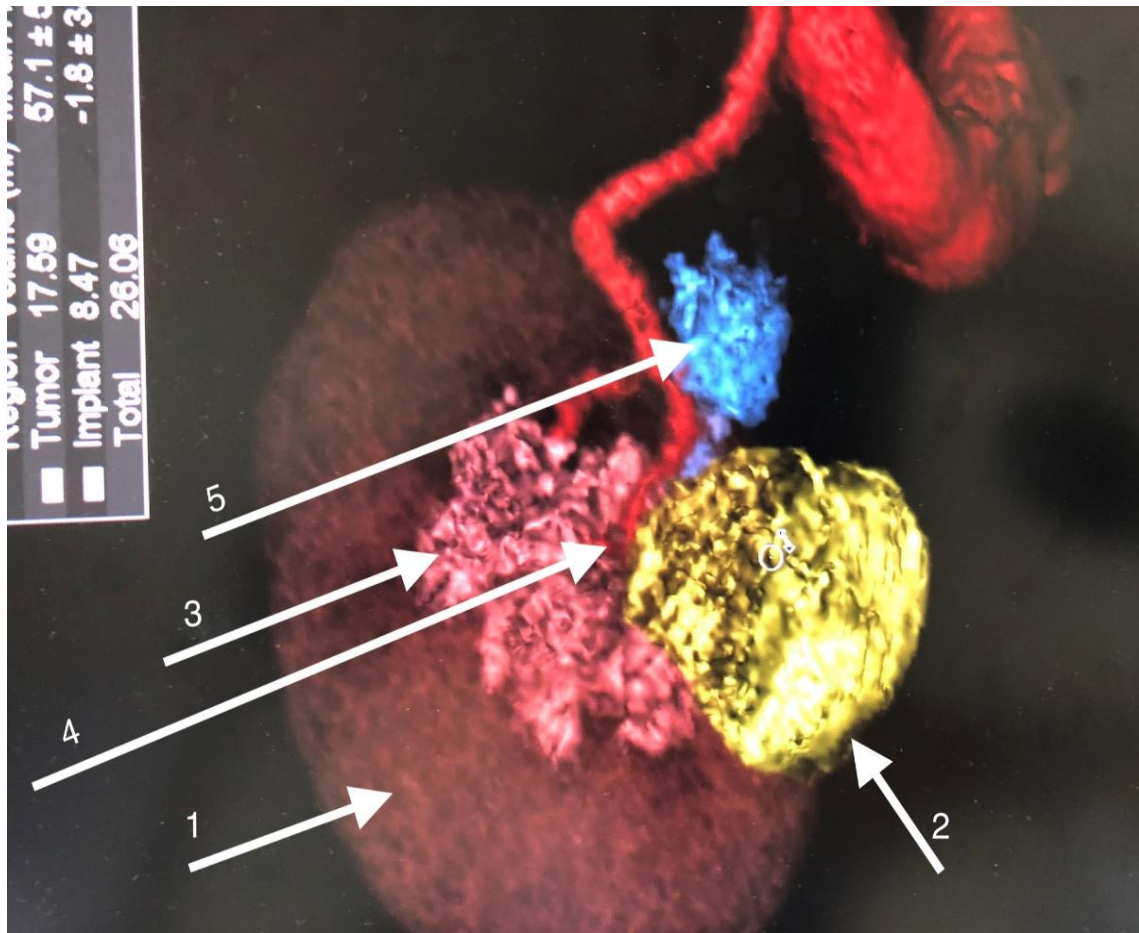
Комп'ютерна томограма пацієнта Ф., віком 54 років, діагноз — рак правої нирки $T_{1a}N_0M_0$
